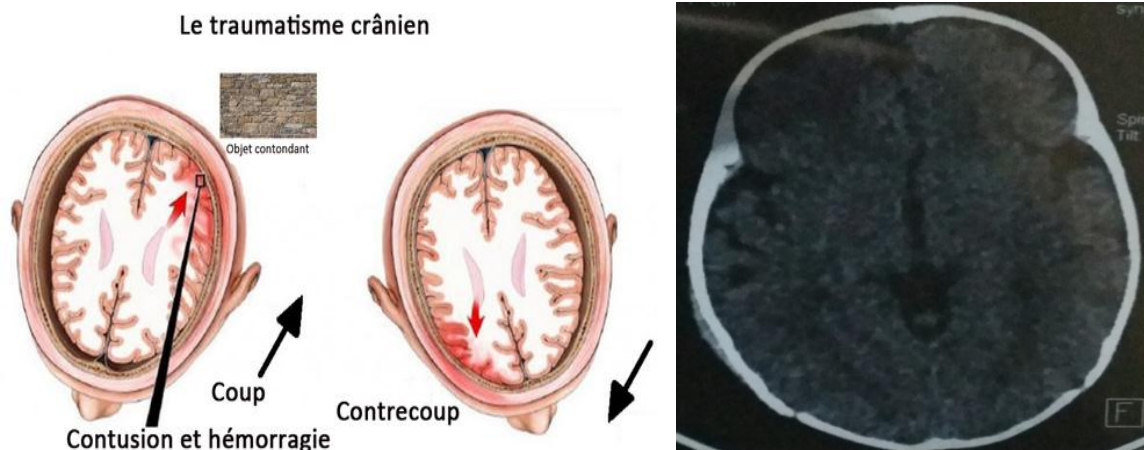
TDM cérébrale montrant quelques foyers de contusions hémorragiques fronto-pariétales droites du centre semi ovale (dossier n° 65) [89]
